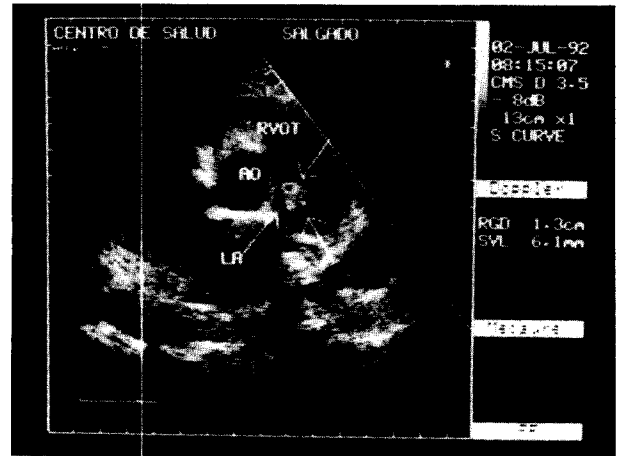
Ecocardiograma bidimensional en eje corto nivel 4. Se observa vegetación en tronco de arteria pulmonar.
